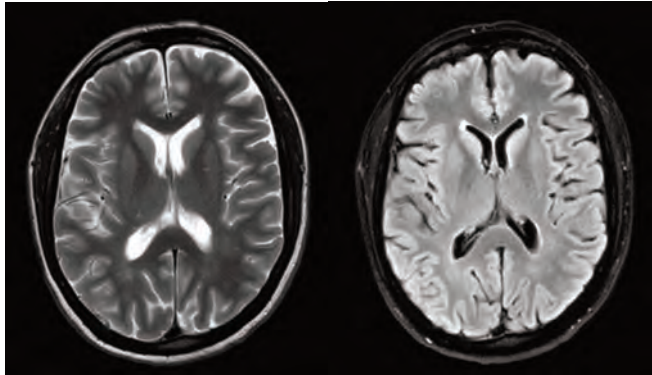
Resonancia magnética cerebral: Hiperintensidad bilateral y simétrica en secuencia T2 y en mayor medida en secuencia FLAIR, en ambos caudados e ínsulas, sin restricción de la difusión. Hallazgos sugestivos de encefalopatía hipoglucémica.
